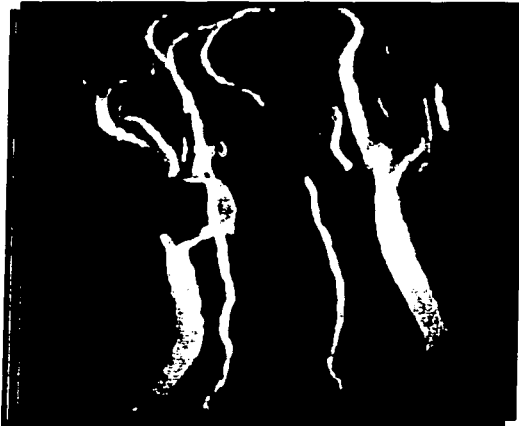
Imagen de Angioresonancia. Oclusión de la Arteria Carótida Interna Derecha.
